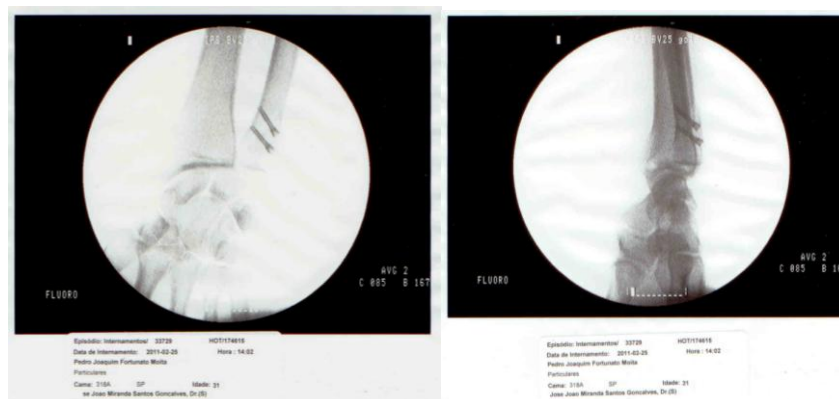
Radiografias realizadas na fase pós-cirúrgica, a 25.02.2011, no Hospital da ordem terceira. À esquerda, vista ântero-posterior do antebraço. À direita, vista lateral do antebraço..
